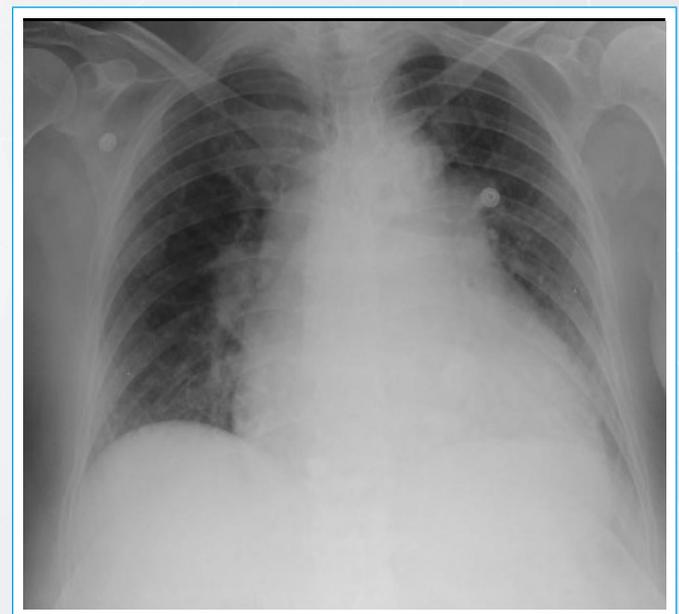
Radiografía de tórax de frente de ingreso
